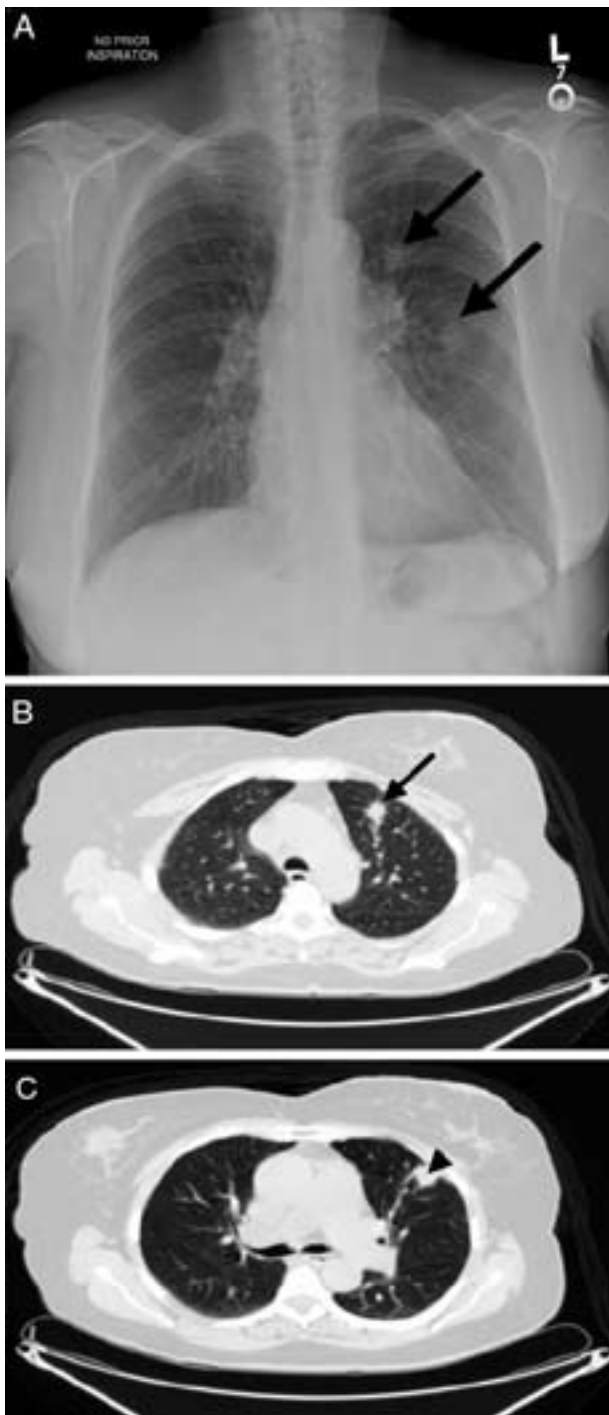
In alto* A: La radiografia del torace mostra due noduli spiculati nel lobo superiore sinistro (freccie). *Al centro*, B: TC che mostra una massa polmonare spiculata apice superiore sinistra, 1,9 x 1,6 cm (freccia). *In basso*, C: TC che mostra una massa polmonare spiculata apice superiore sinistro 2,1 x 1,9 cm (punta della freccia).
